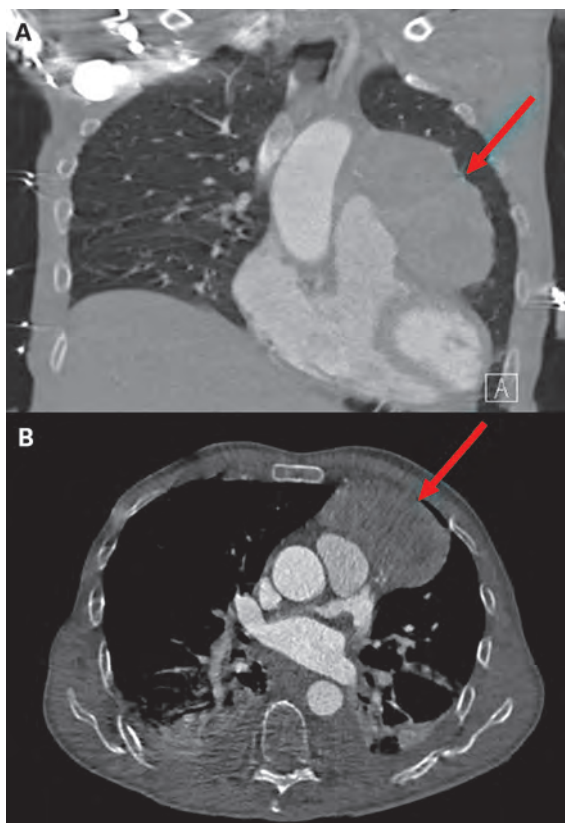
Thorax-Computertomographie, Koronarschnitt (A), Transversalschnitt (B). Solide, lobulierte Raumforderung im links anterioren Mediastinum mit breitbasigem Kontakt zum Perikard (Pfeil).
